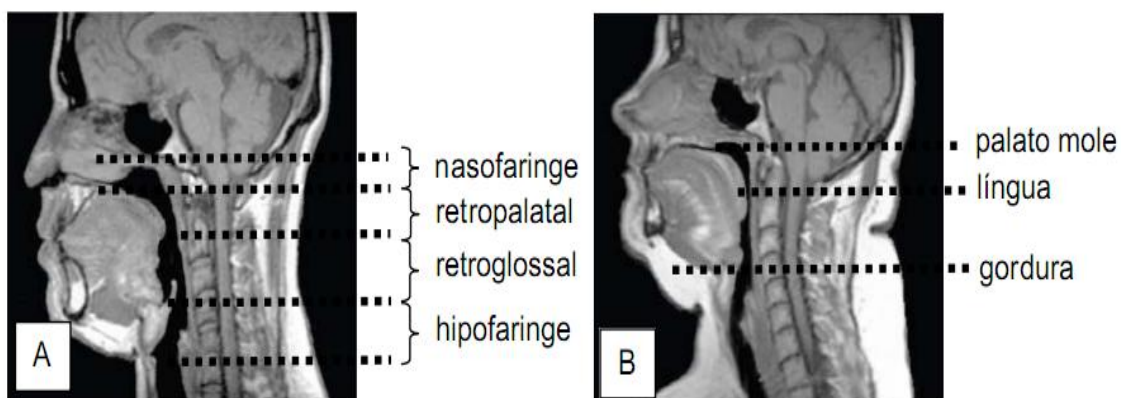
Imagens sagitais, de indivíduo normal e com AOS, analisada por ressonância magnética. Indivíduo normal, destacando-se as regiões da via aérea superior (A). Indivíduo com AOS grave com destaque para os tecidos moles. Observa-se que o paciente com AOS apresenta as regiões da via aérea superior mais estreitas, como a retropalatal e retroglossal, assim como o palato mole, a língua e a gordura subcutânea são maiores (B).
